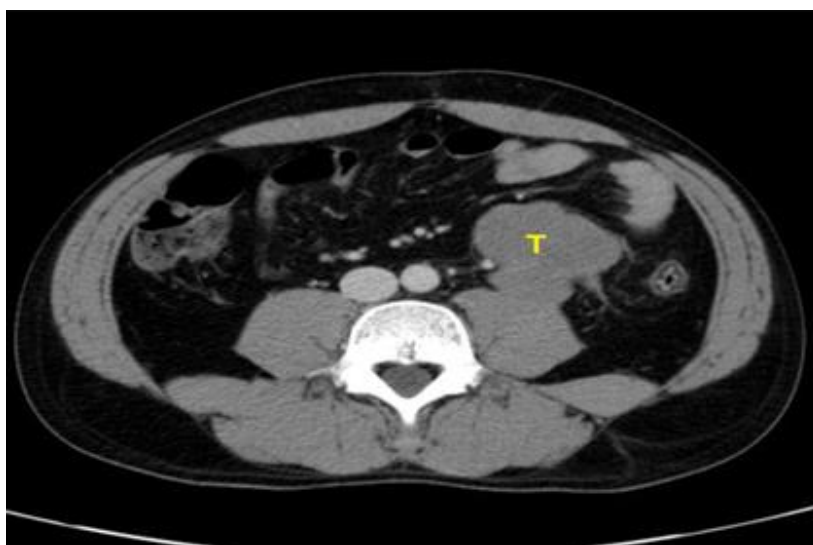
TC de evaluación donde se observa masa de aspecto tumoral de 65 x 57 mm retroperitoneal
